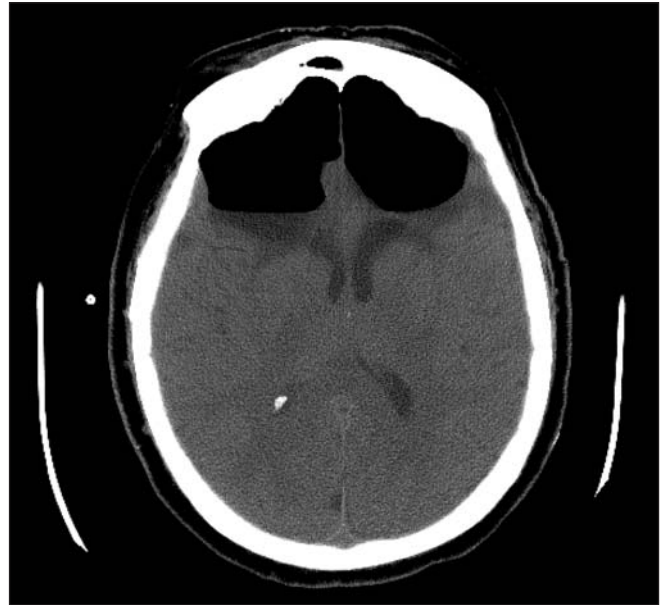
Tomografía computarizada postoperatoria de un paciente al que se le extirpó un meningioma de fosa anterior; muestra un neumoencéfalo como una posible complicación en casos en que la base de cráneo no ha sido correctamente reconstruida.
